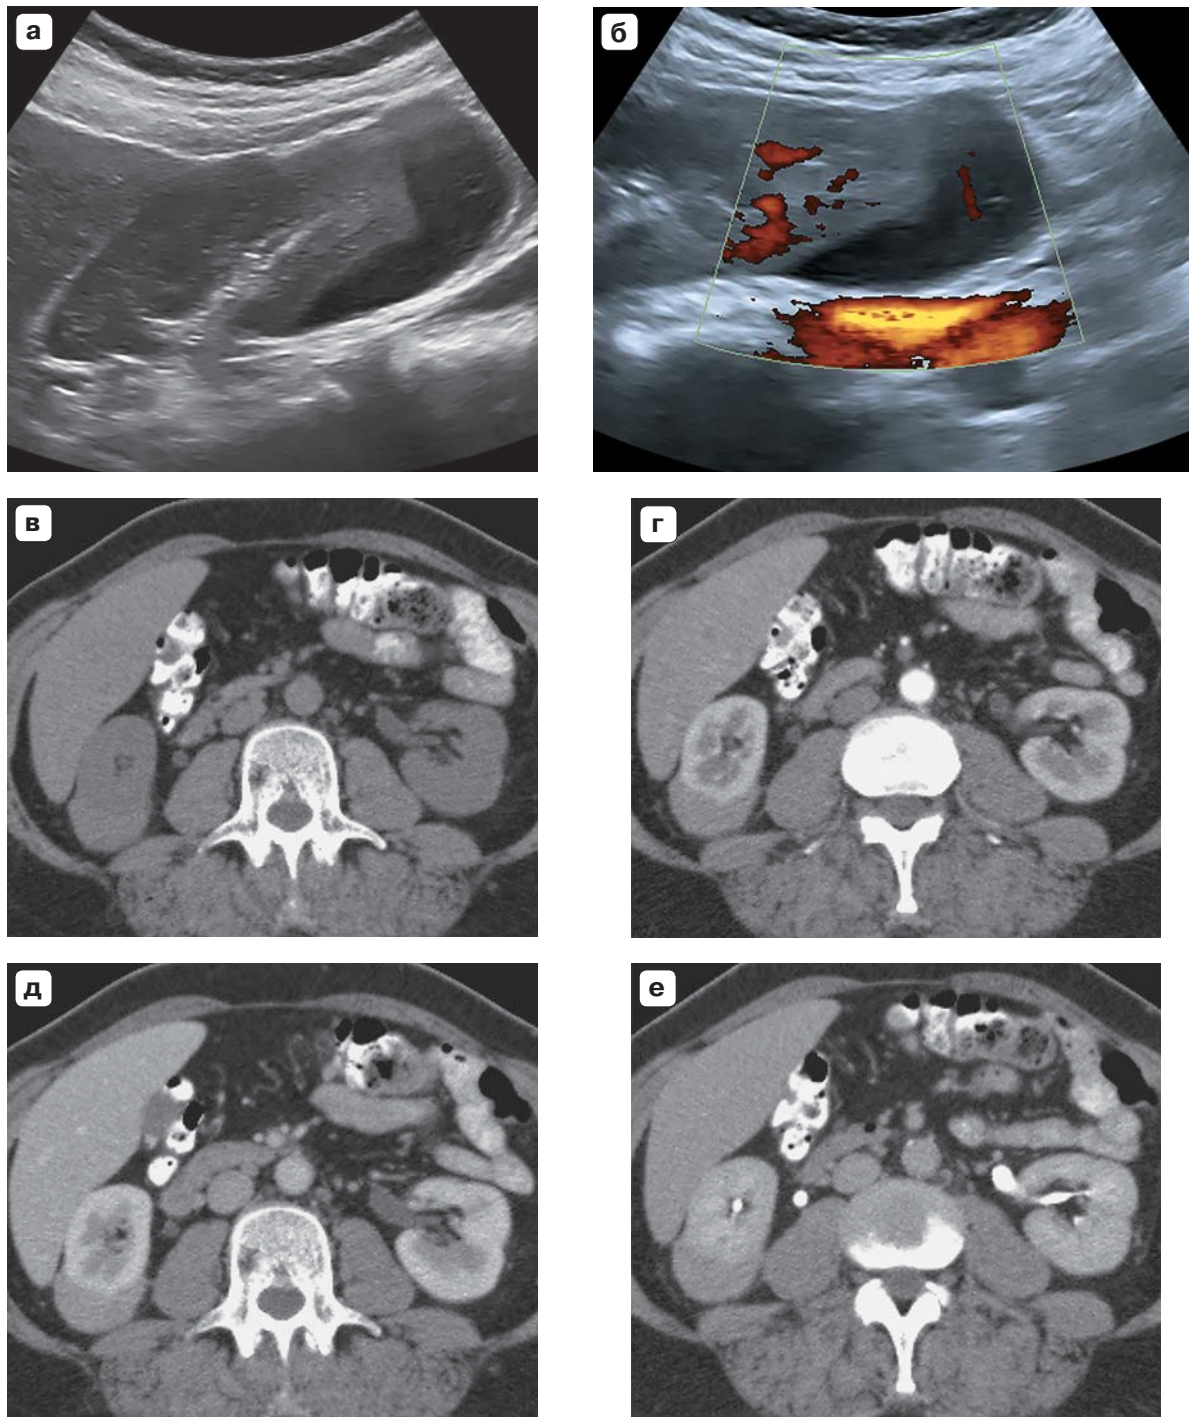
Больная М. а-б – ультразвуковое исследование. а – в В-режиме в нижнем полюсе правой почки определяется практически анэхогенное линзообразное образование. В структуре единичные трубчатые эхогенные структуры. б – в режиме энергетического доплеровского картирования в образовании регистрируются сосуды. в-е – компьютерная томография в нативную фазу (в) и различные фазы контрастного усиления (г-е). В нативную фазу образование имеет плотность несколько большую, чем паренхима почки (в). Во все фазы контрастирования образование накапливает препарат, однако в меньшей степени, чем паренхима почки (г-е).
